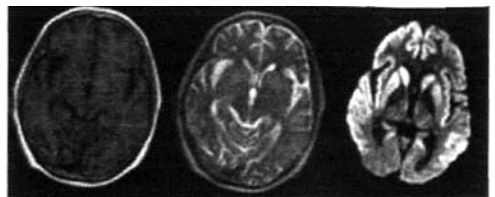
MRI 轴位, T2WI 示双侧尾状核头、豆状核外侧对称性略高信号, DWI 示双侧尾状核头、豆状核外侧及多处脑皮层异常高信号
